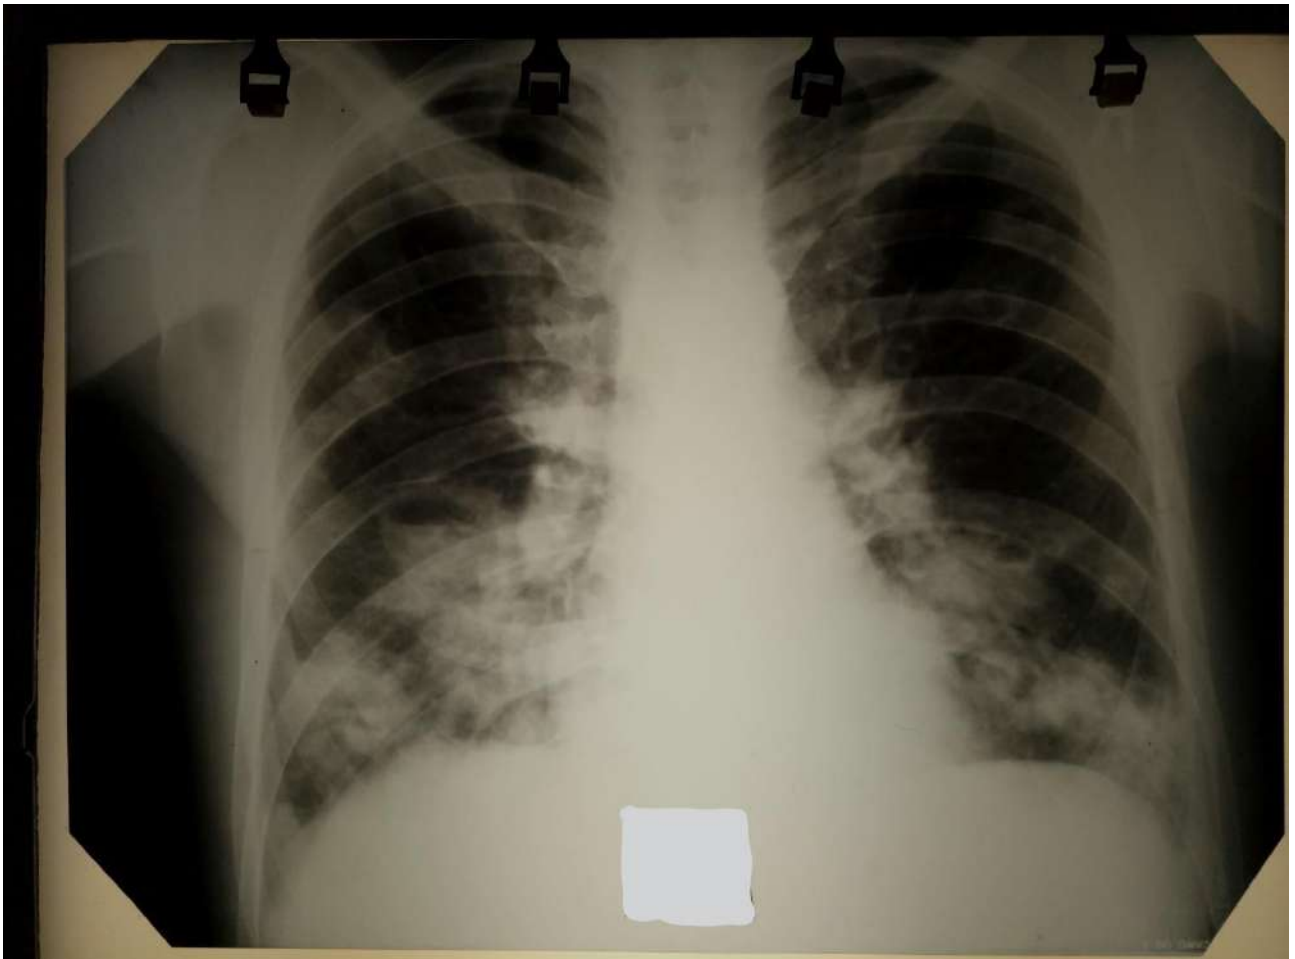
Рентгенограма хворого С. (за 1 добу до смерті)
